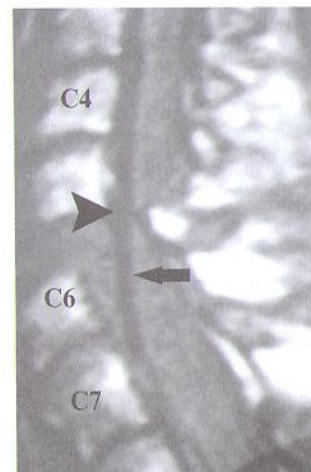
МРТ травматического повреждения C5–C6-позвонков (отмечено темной стрелкой). Задняя компрессия спинного мозга поврежденной дужкой C6-позвонка (показано светлой стрелкой).
